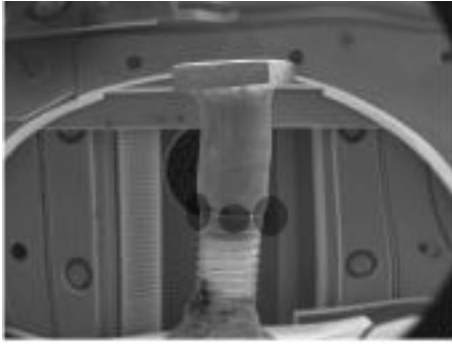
Máquina ultrasonidos
